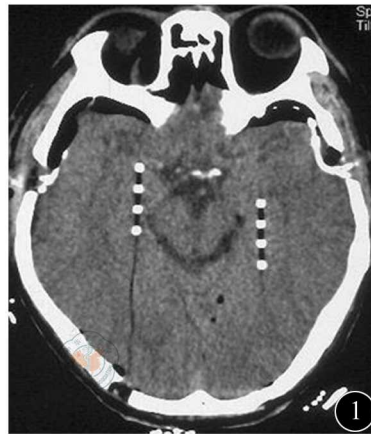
头颅CT示双侧海马经枕入路钻孔植入4号电极
